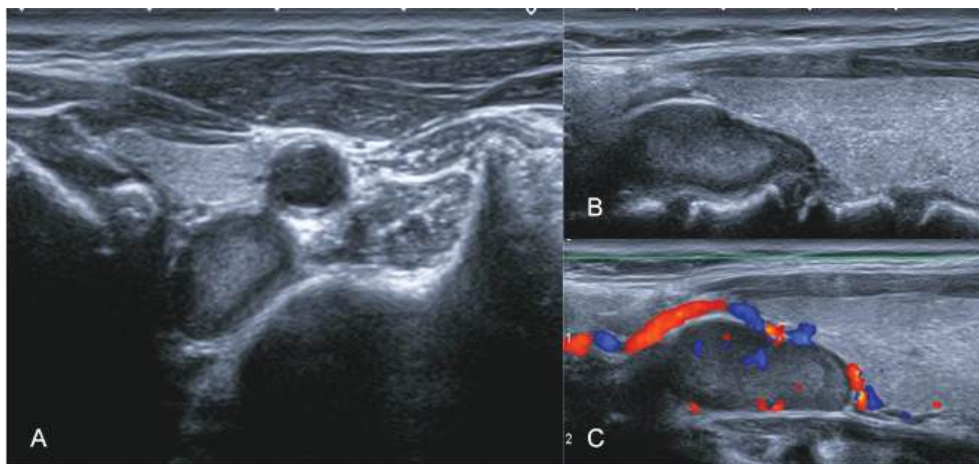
Adenoma paratiroideo superior izquierdo con un área levemente ecógena en el centro de la lesión. A. Sección axial del adenoma situado entre el polo superior del lóbulo izquierdo del tiroides, la región cricotiroidea, el cuerpo cervical y la carótida izquierda. B. Sección sagital correspondiente. C. Sección sagital correspondiente con el Doppler color que muestra que se trata de una lesión vascularizada.
